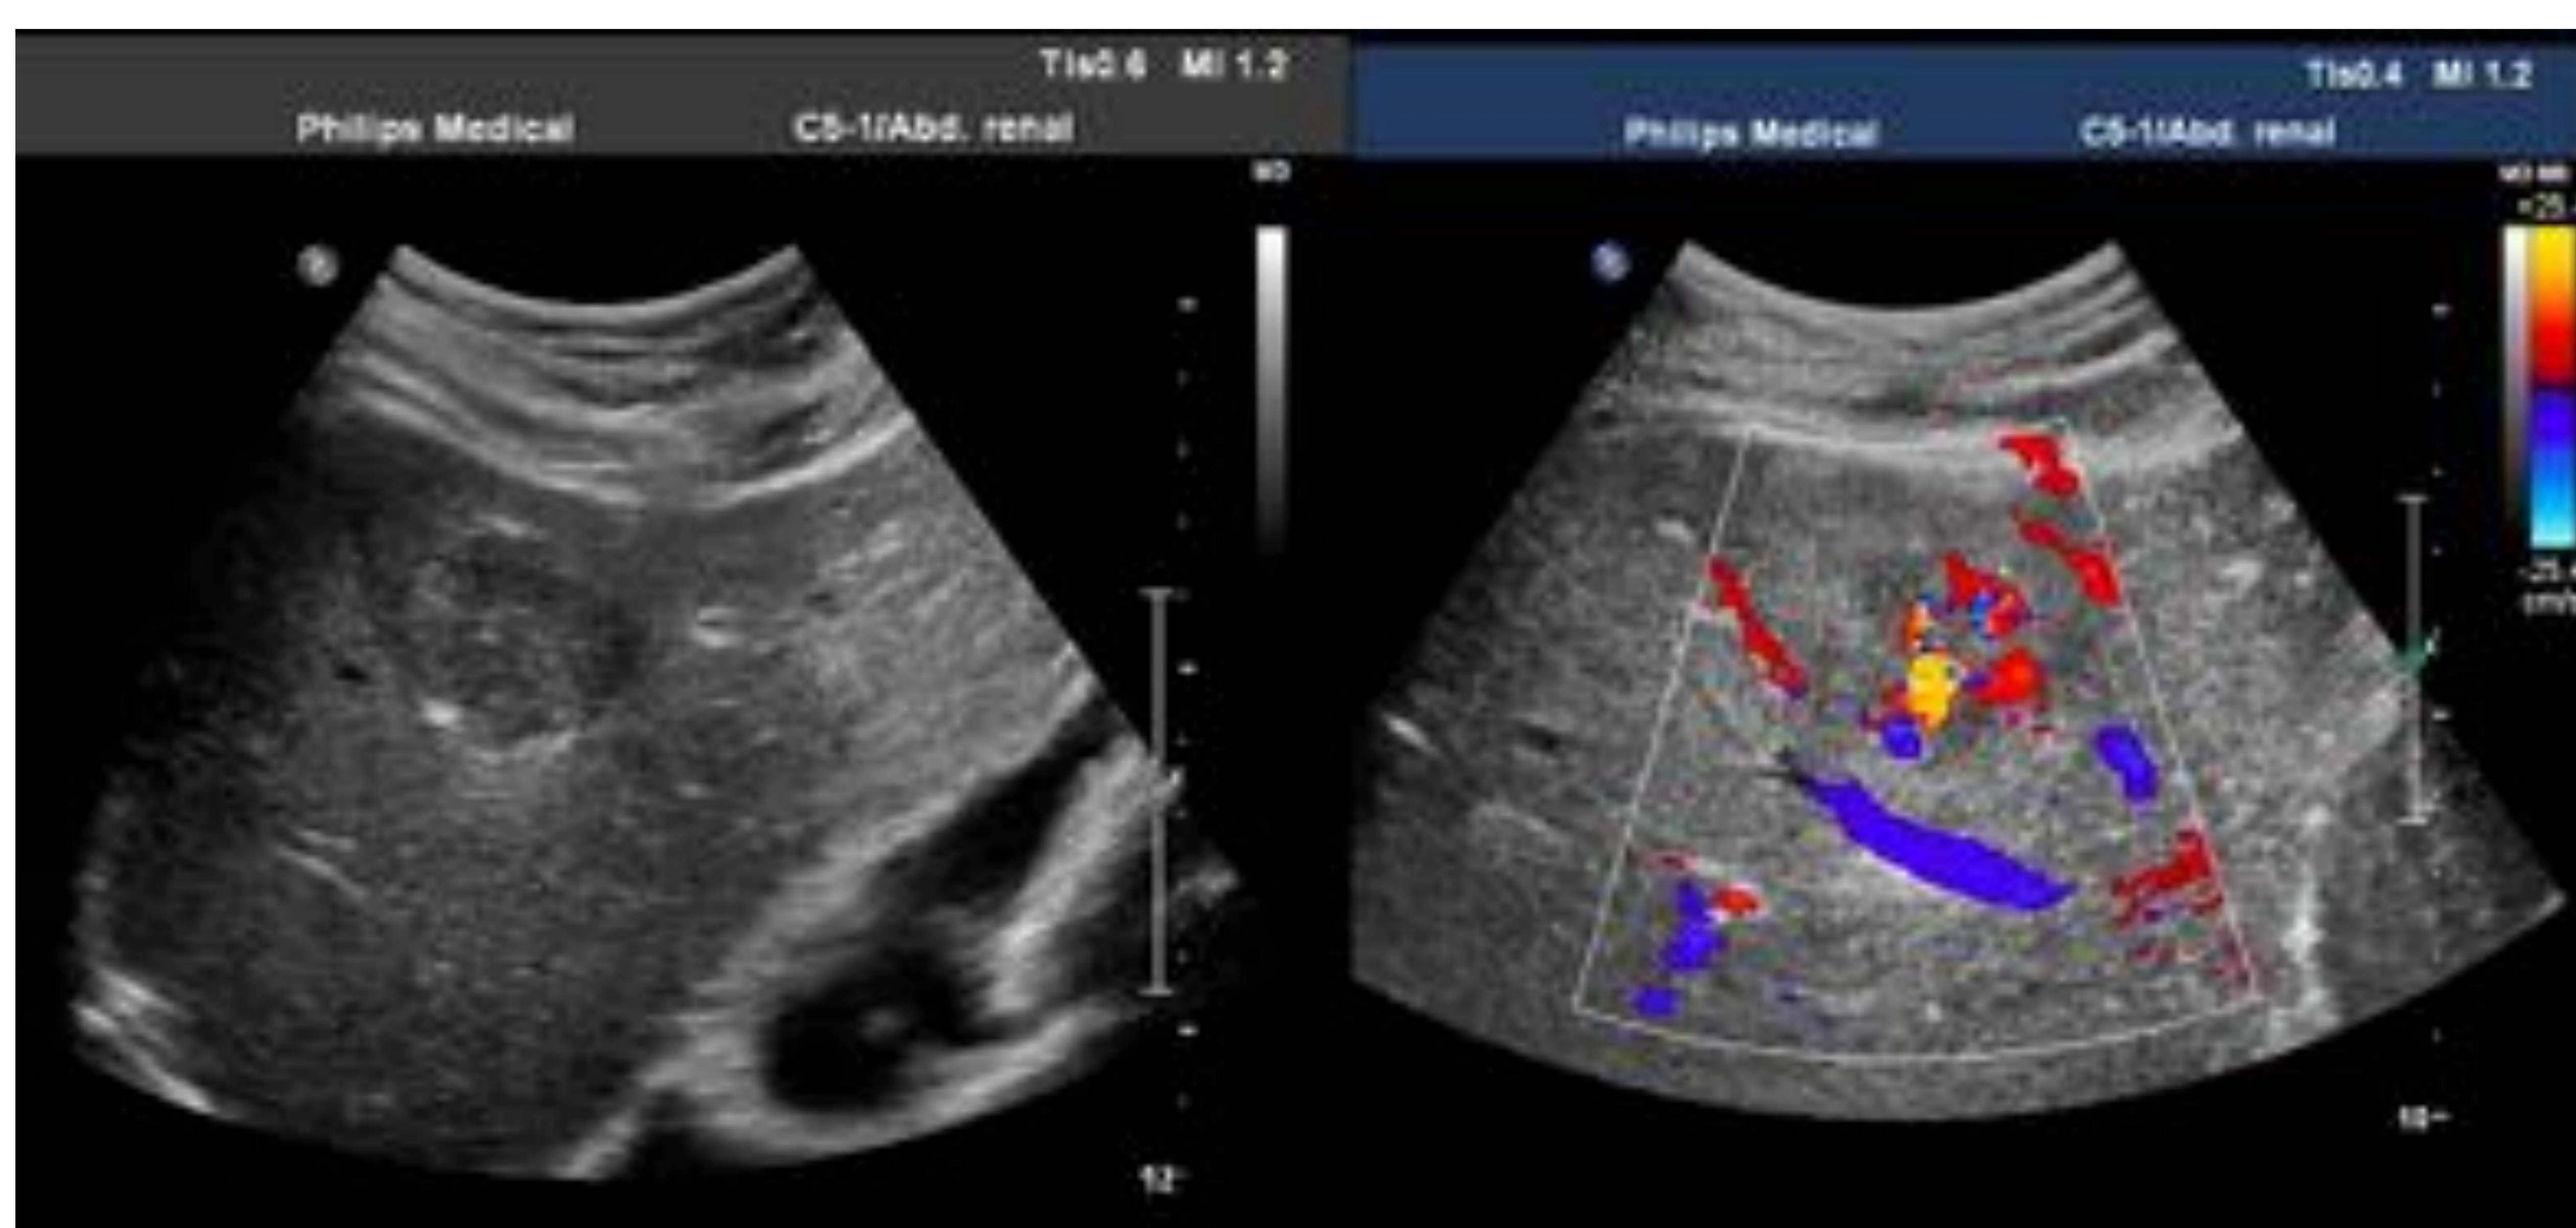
Lesión nodular hipoeecogénica que muestra vascularización en "rueda de carro" en el estudio Doppler-color.
